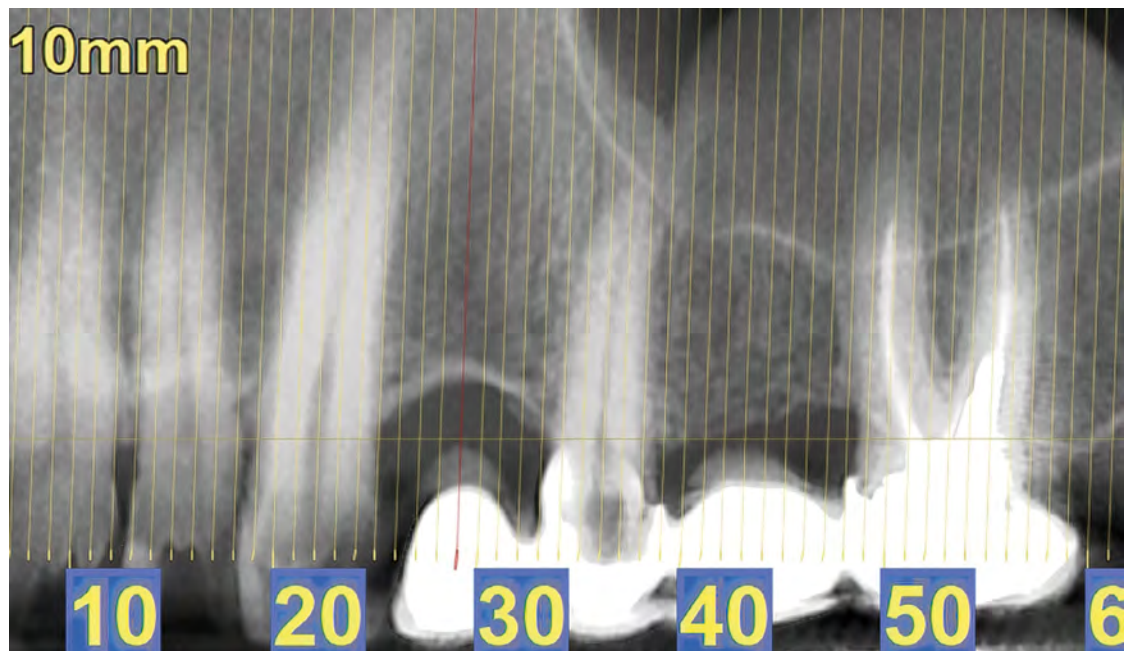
Situación inicial vista por CBCT.
